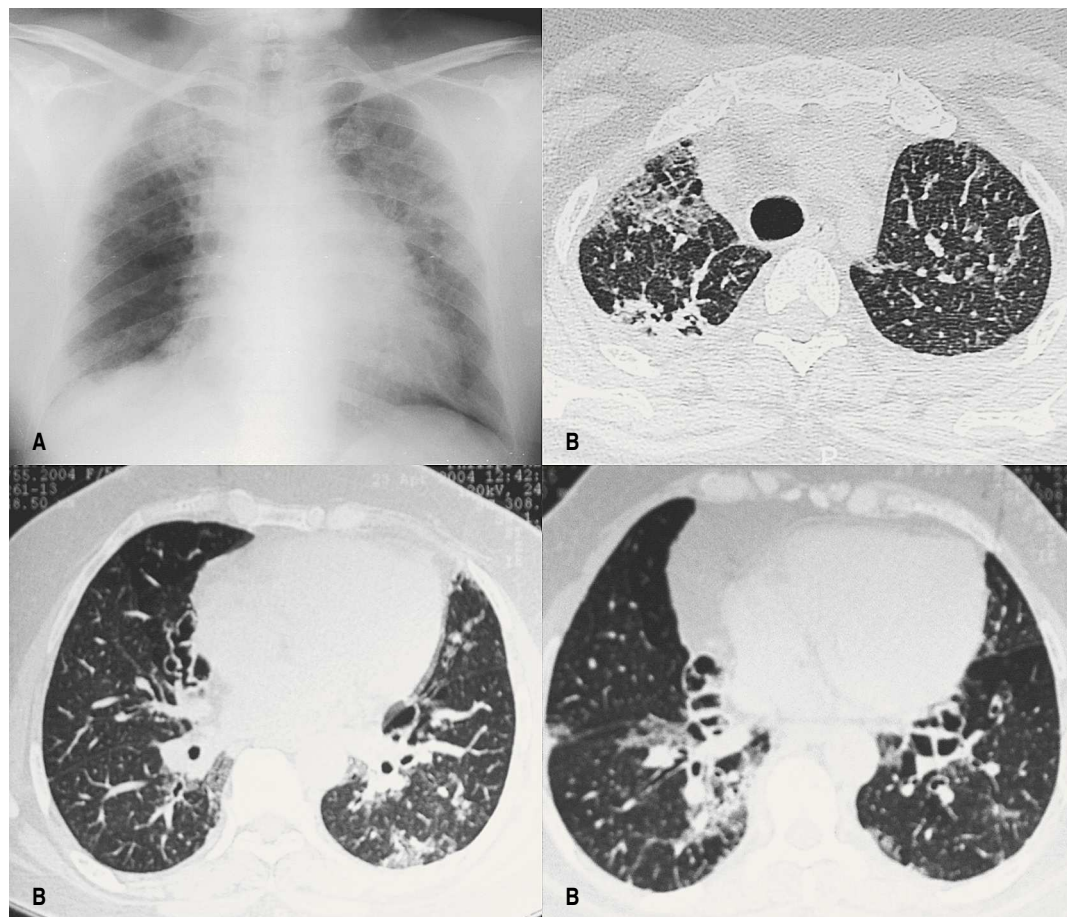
BOOP em doente com artrite reumatóide – Rx tórax (A) e TC torácica (B)
